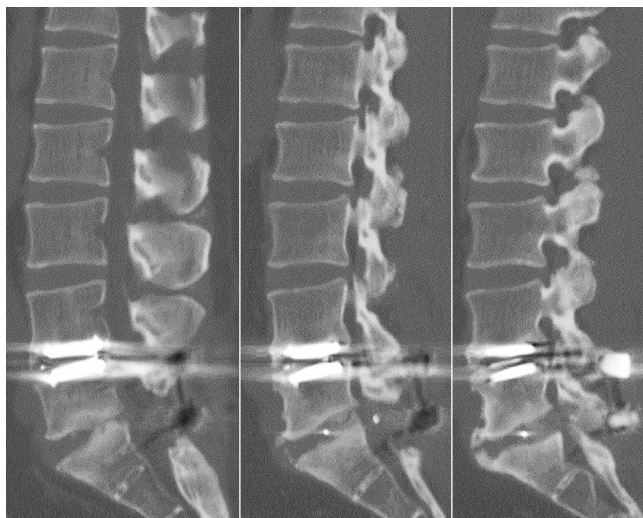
A sagittal image of the lumbar spine shows a displaced cage and non-fused findings at the L5-S1 level in computed tomography.
